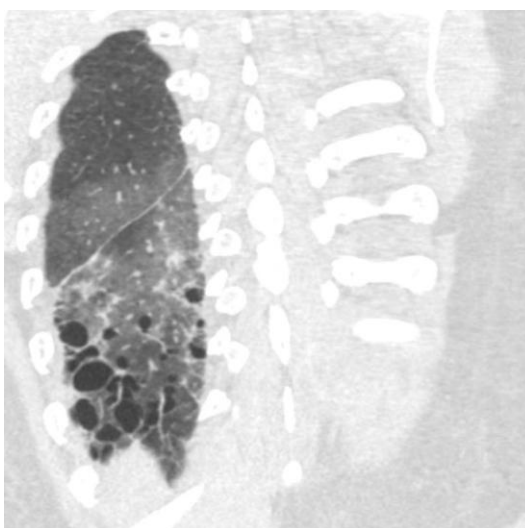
Tomografía de tórax en corte coronal, se observa pulmón hipoplásico con lóbulo inferior derecho con quistes asociados a vidrio deslustrado y engrosamiento septal interlobulillar.
